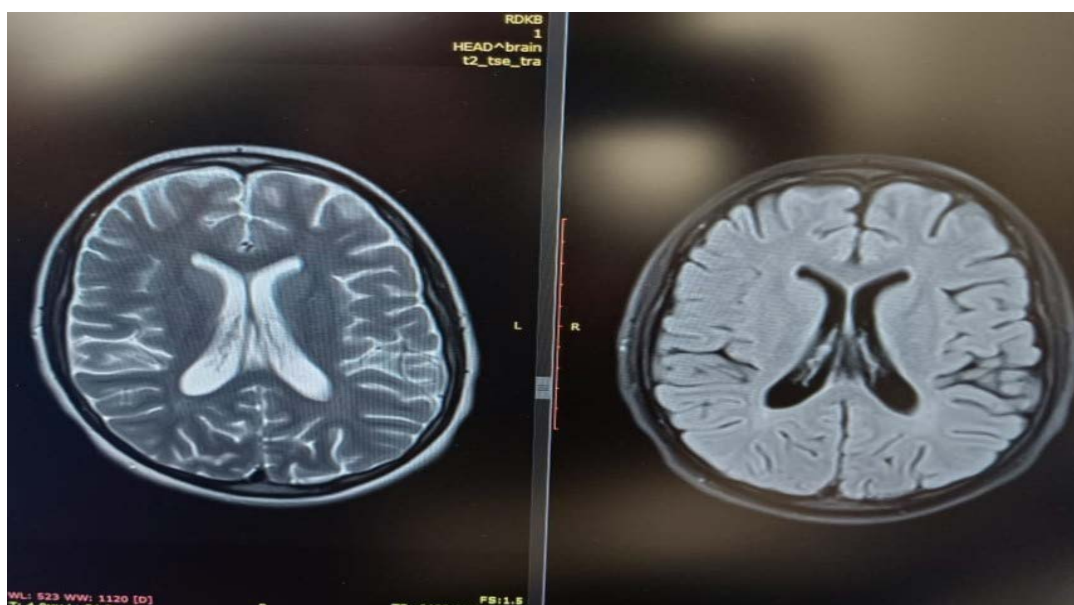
МРТ головного мозга от 12.12.23
